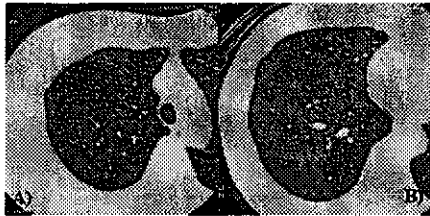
HRCT (post-therapy)
